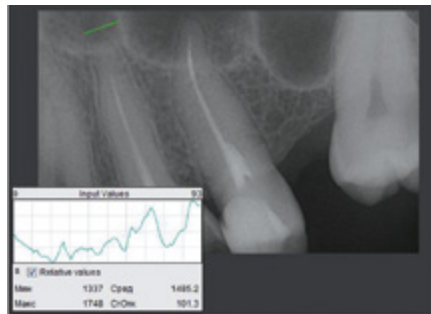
Копия рентгенограммы пациентки Н., 35 года. Диагноз: хронический апикальный периодонтит 24. Контрольная группа. До лечения. Индекс Хаунсфилда составлял 1485.2
